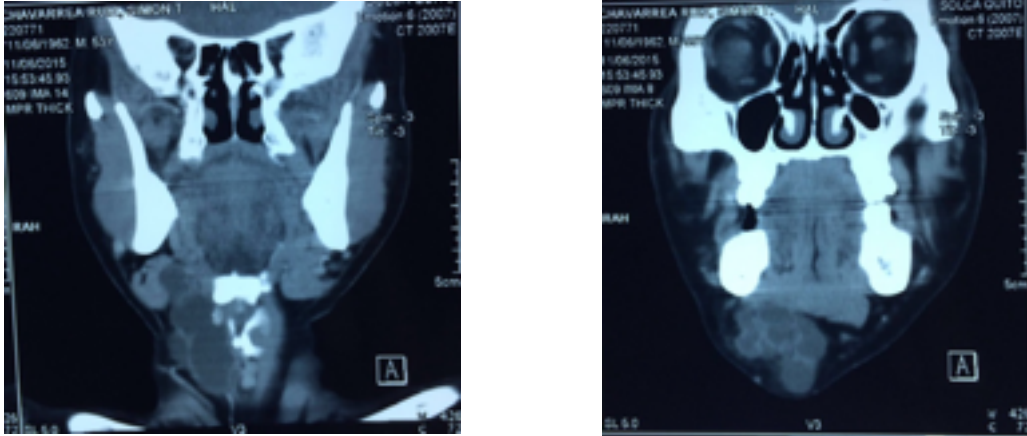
1y 2 TAC S/C DE CUELLO
